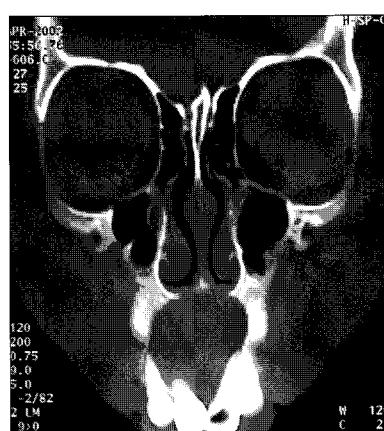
CT shows cortical bone destruction of nasal cavity floor.
